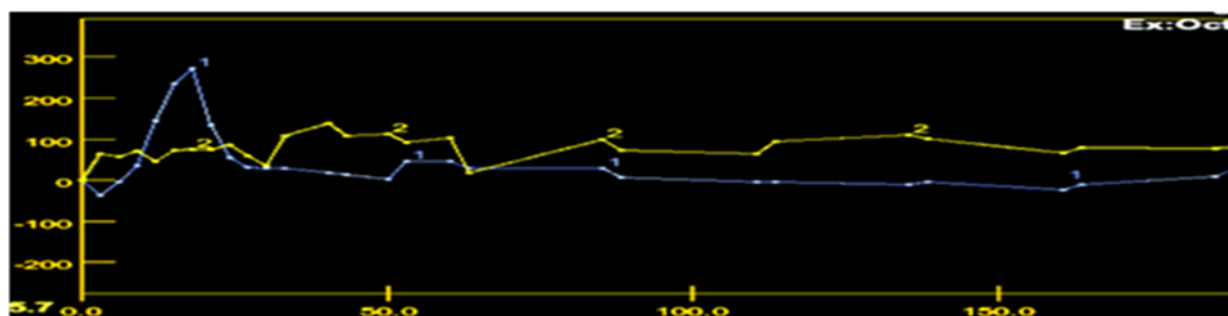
Кривые плотность/ время в аорте ROI#1 и очаге ROI#2 со средней перфузией.
